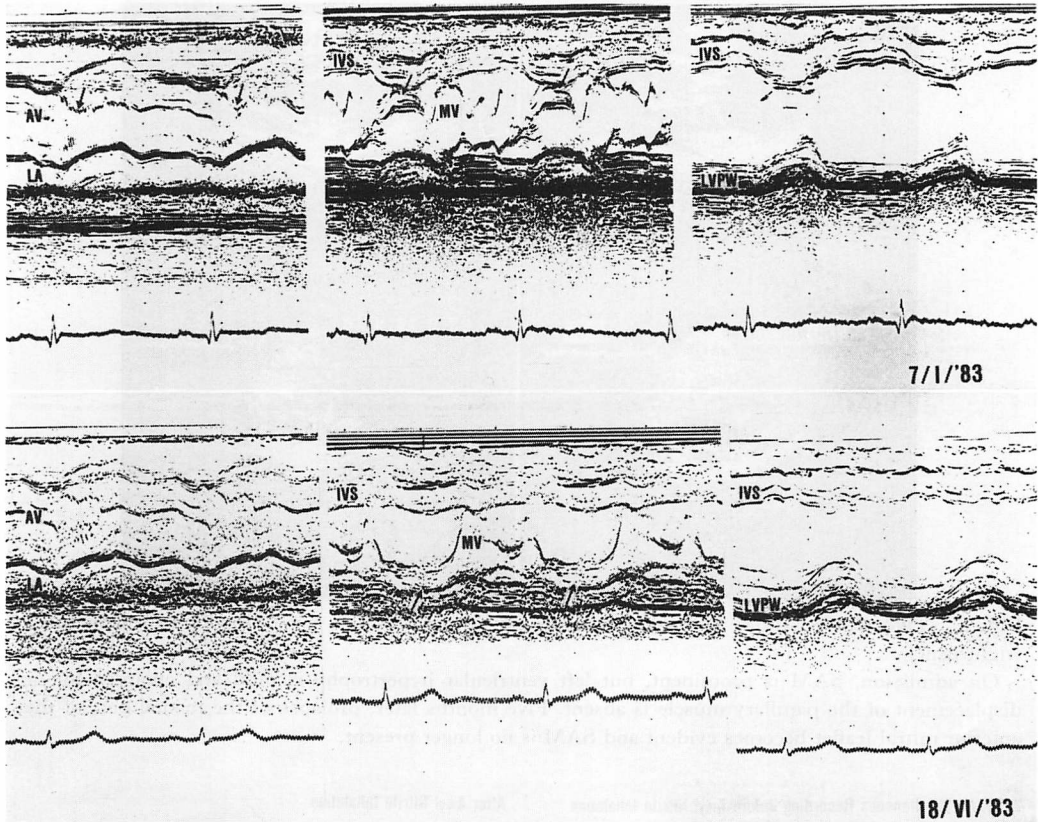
M-mode echocardiograms on admission (upper panel) and 5 months later when the obstructive signs were absent (lower panel).
